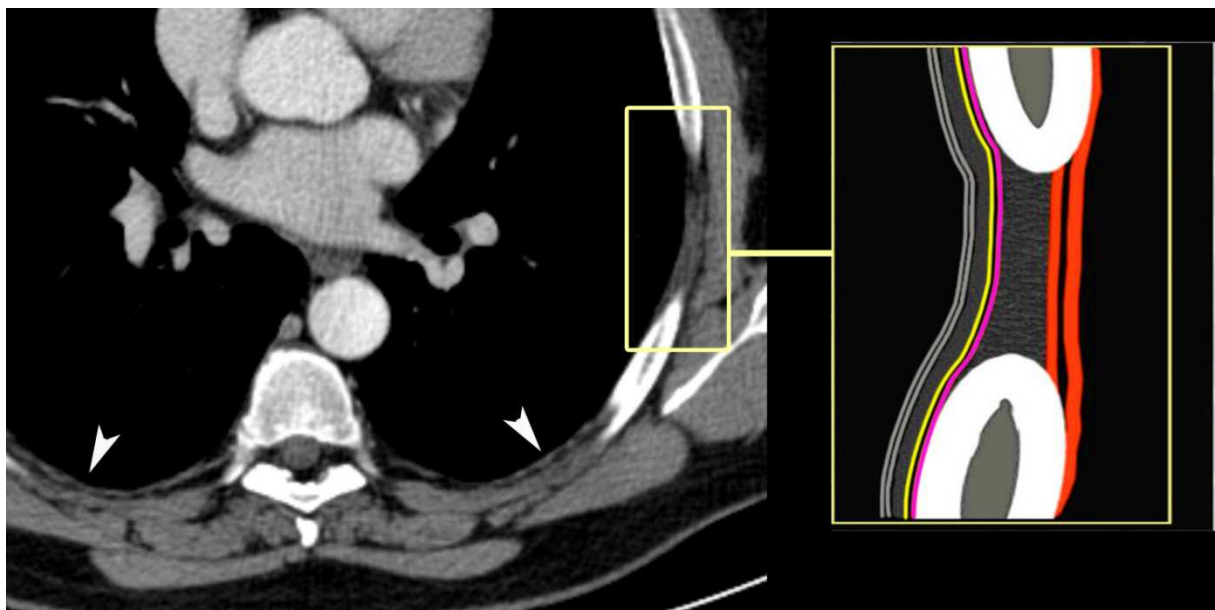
Pleura normal. Corte axial de TC y detalle esquemático de la pared costal. Se representan las diferentes capas, que de dentro a fuera son: Pleura visceral y parietal (gris claro), grasa extrapleural, fascia endotorácica (amarillo), músculo intercostal mas interno (rosa), grasa intercostal (gris), y músculos intercostales mas externos (rojo) (Im et al, 1989).
